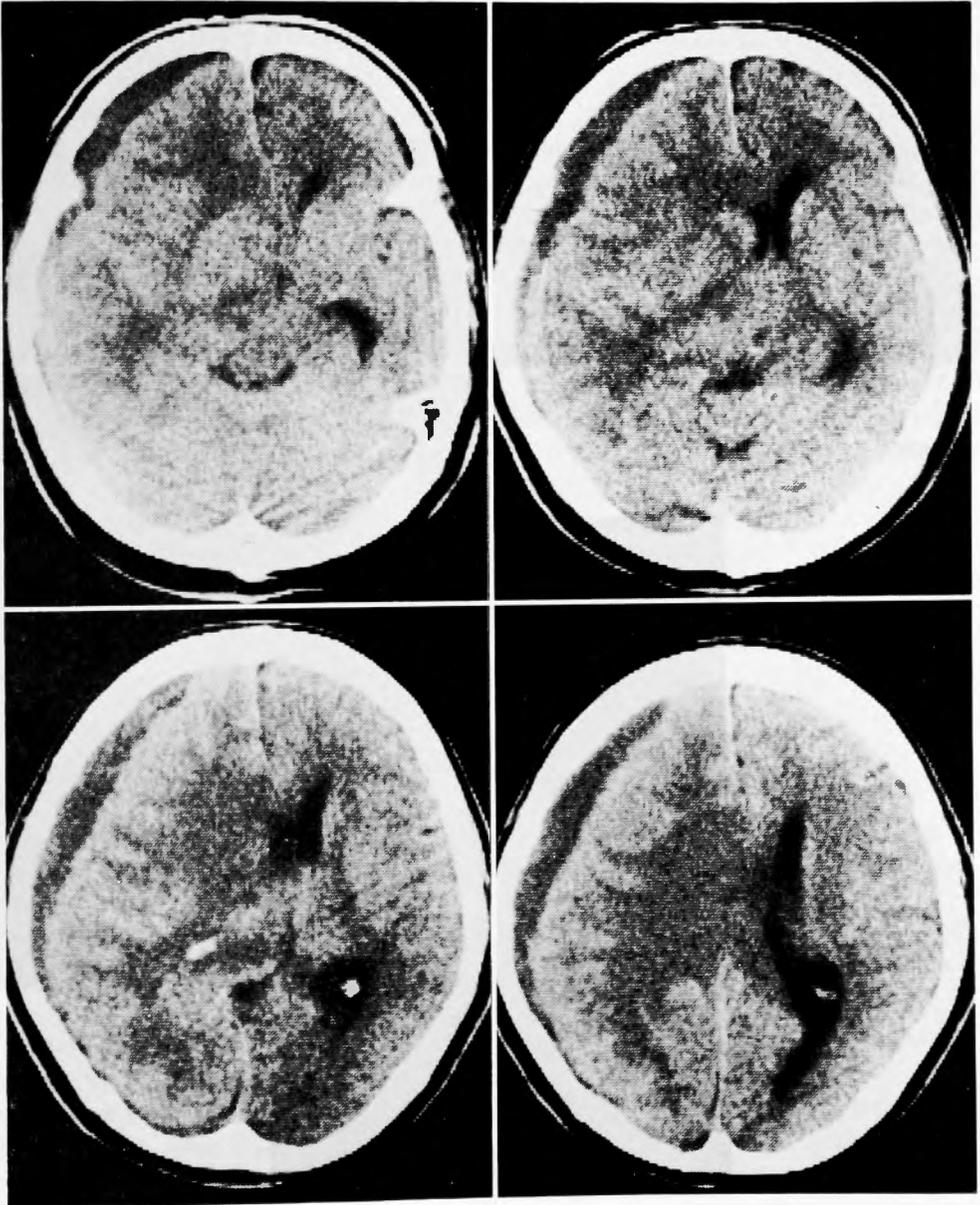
non contrast CT scan (23/Jan-84)
